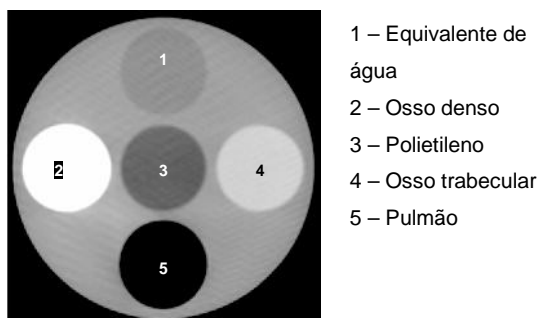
Imagem obtida no *Cone-Beam Computed Tomography* (CBCT) do Trilogy 3 do componente de densidades do fantoma QUASAR™ da MODUS®.
